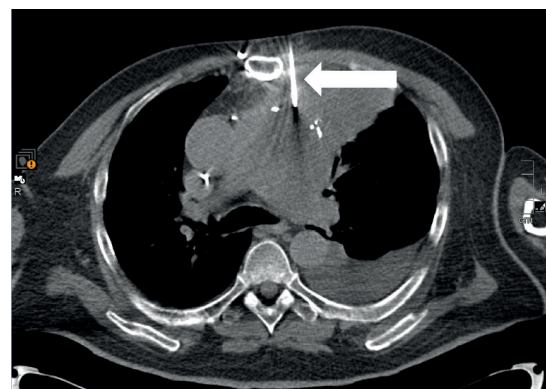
CT-gestützte Punktion der Raumforderung, axiale Ebene, Biopsienadel pfeilmarkiert
